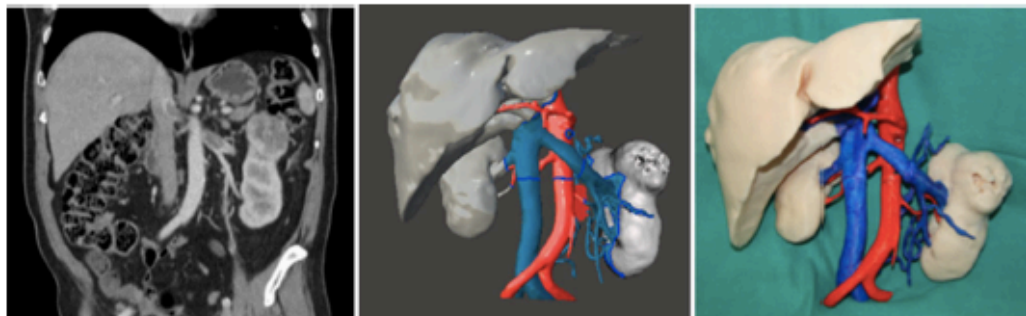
Process of 3D model obtention. CT → virtual 3D (segmentation virSSPA + 3D mesh edition meshmixer) → printed 3D
